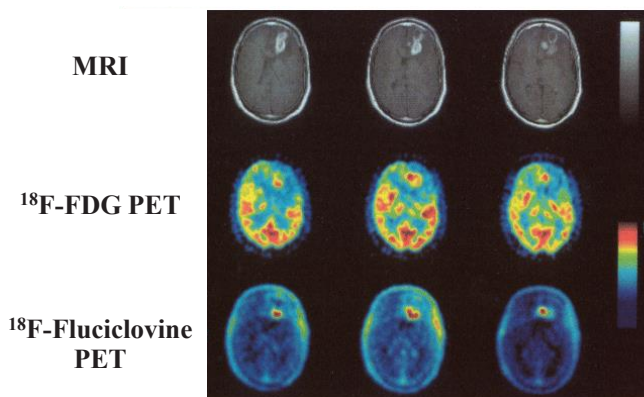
神経膠芽腫患者の MRI 画像および ^{18}F -FDG, ^{18}F -Fluciclovine の PET 画像²¹⁾
